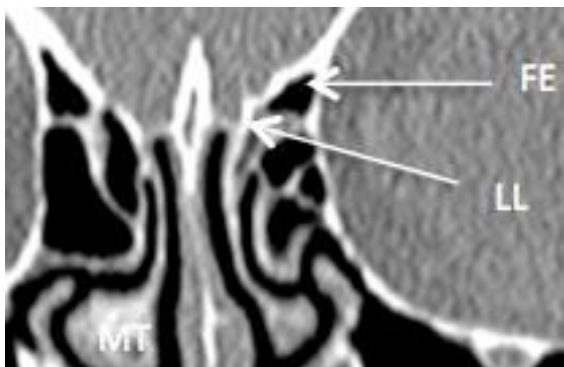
TC corte coronal mostrando la fóvea etmoidal (FE), lamela lateral de la placa cribiforme (LL) y el cornete medio (MT)
